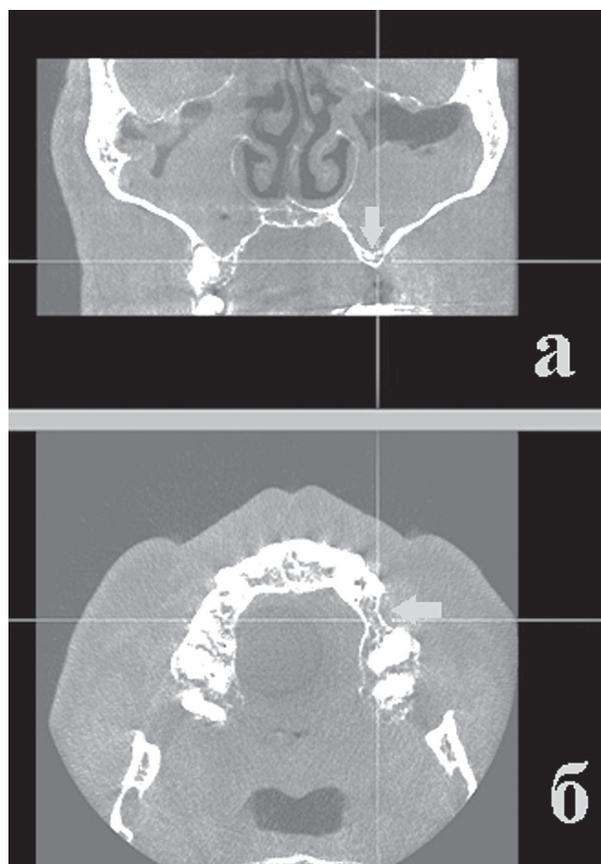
Конусно-лучевая компьютерная томограмма верхней челюсти. Двухсторонний гайморит. Уменьшение высоты и толщины альвеолярного отростка в проекции отсутствующего 2.6 зуба. Фронтальная (а) и аксиальная (б) проекции.
